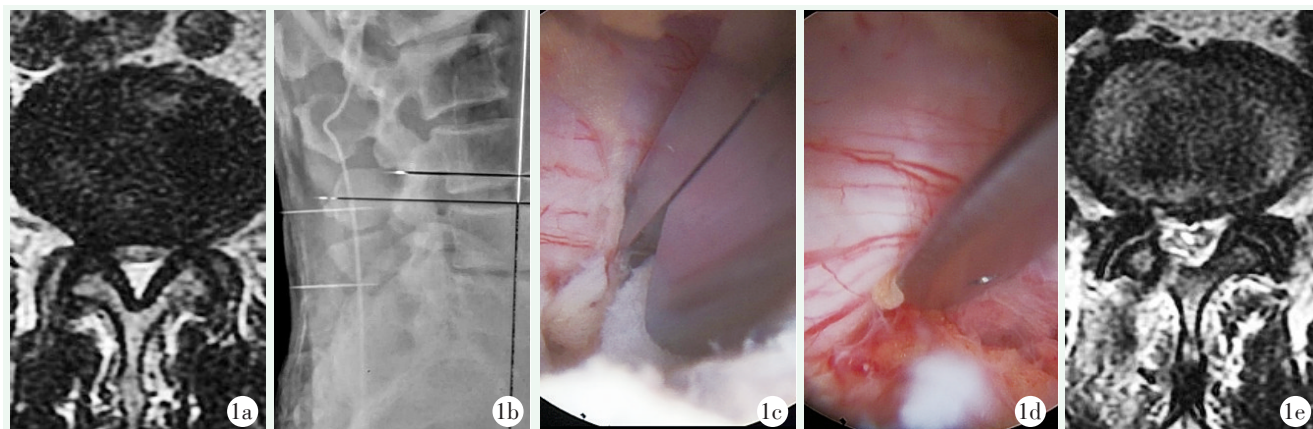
患者，男，59 岁，L_{4/5} 节段 LSS。1a: 术前 MRI 示椎管狭窄；1b: 术中注射器针头定位椎间隙；1c: 术中咬除黄韧带及关节突关节囊；1d: 术中探查硬膜囊及神经根；1e: 术后 MRI 示椎管面积扩大。
